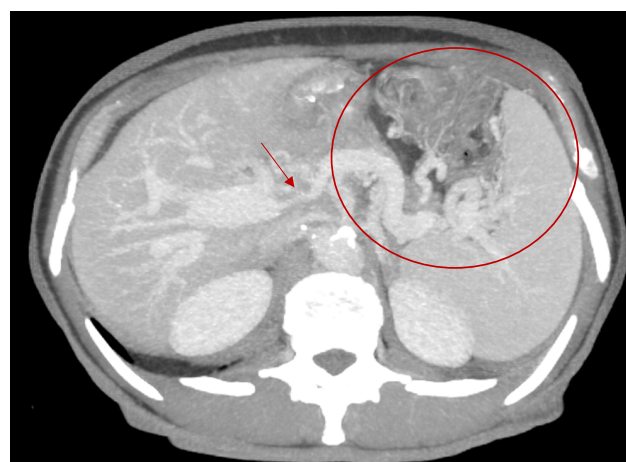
МСКТ-ангиография брюшной полости, аксиальный срез в режиме MIP 28 мм. Стрелкой показана область стеноза портальной вены, кругом отмечены ВРВ портomesентериального бассейна
